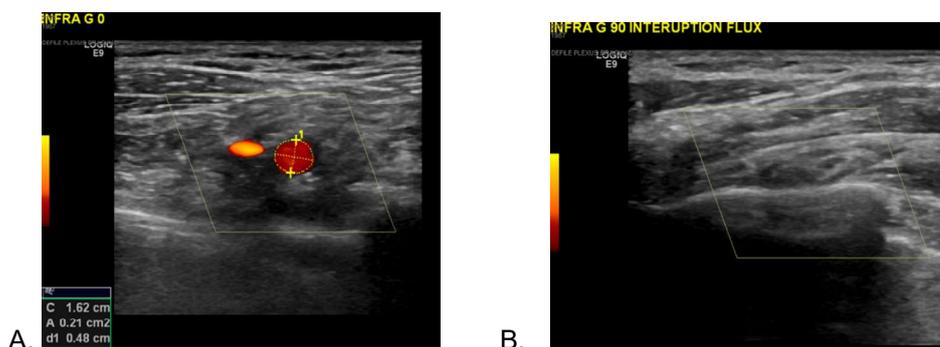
Écho-doppler montrant un flux normal dans l'artère sous-clavière en position statique (A) et l'arrêt complet du flux avec abduction du bras (B). (X Demondion)
